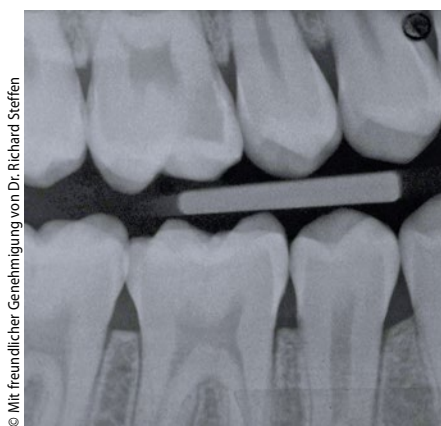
Röntgenbefund des Zahnes aus Abb.1 vor und nach seiner Überkappung mit reinem medizinischem Portlandzement® und Komposit
